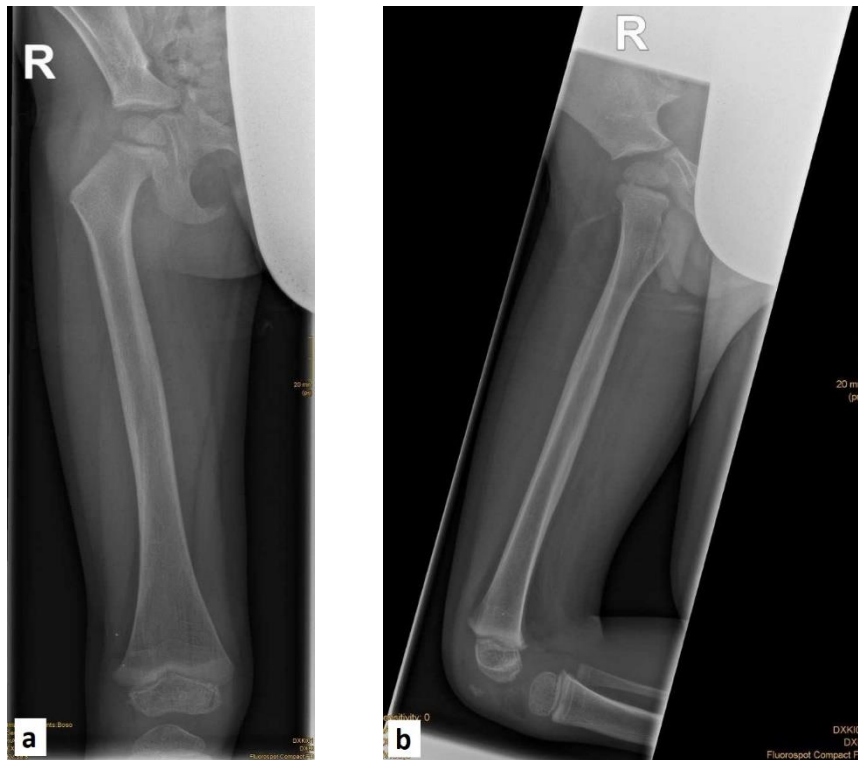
Röntgenkontrolle nach Entfernung der Nägel
